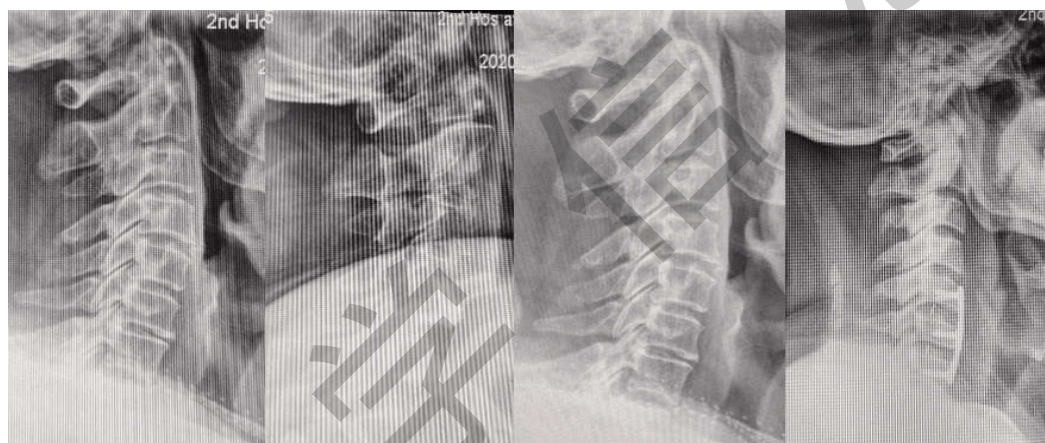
零切迹椎间融合术与钛板椎间融合内固定术前后X线
